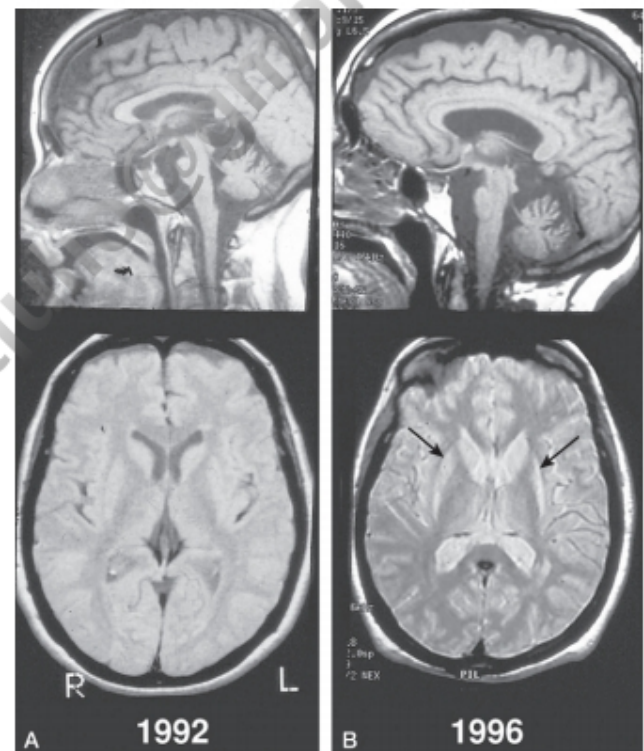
Atrofia multisistémica de presentación cerebelosa. A. En la primera RM, de 1992, se aprecia la atrofia pontocerebelosa, pero la señal de los ganglios basales es normal. B. En 1996 aparecen las primeras señales anormales en los putámenes.
